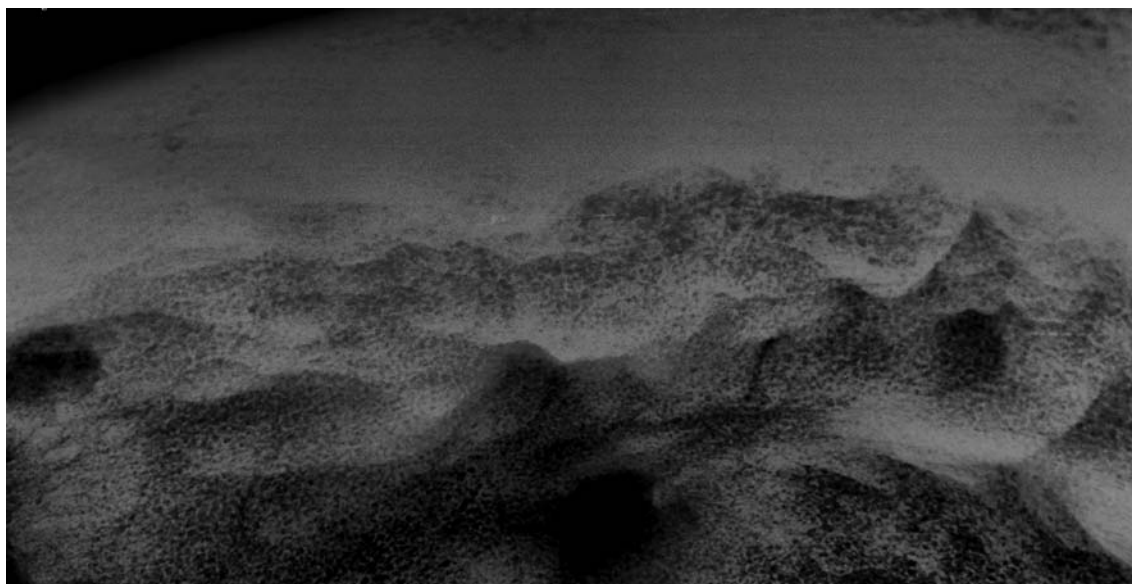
Лобная кость, вид сбоку. Микрофокусная рентгенография позволяет детально проследить процесс формирования лобного гиперостоза на стадии С–D по [Hershkovitz et al., 1999]
